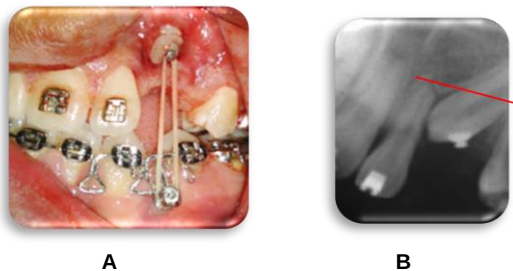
Último registro diente 23 (Octubre - 2010). A. Fotografía intraoral; B. Radiografía periapical
